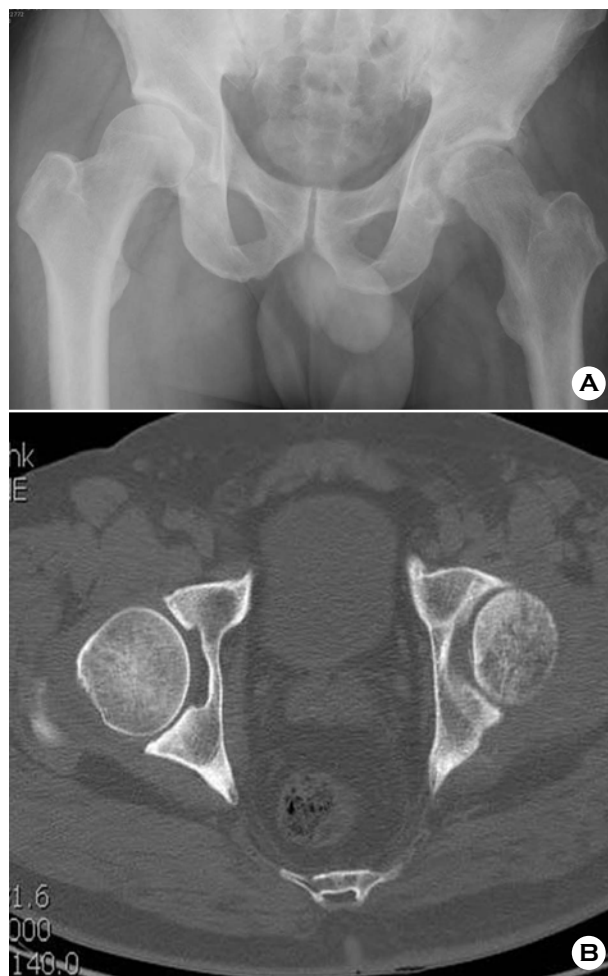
Immediate postoperative AP radiograph (A) and CT (B) show satisfactory reduction.
